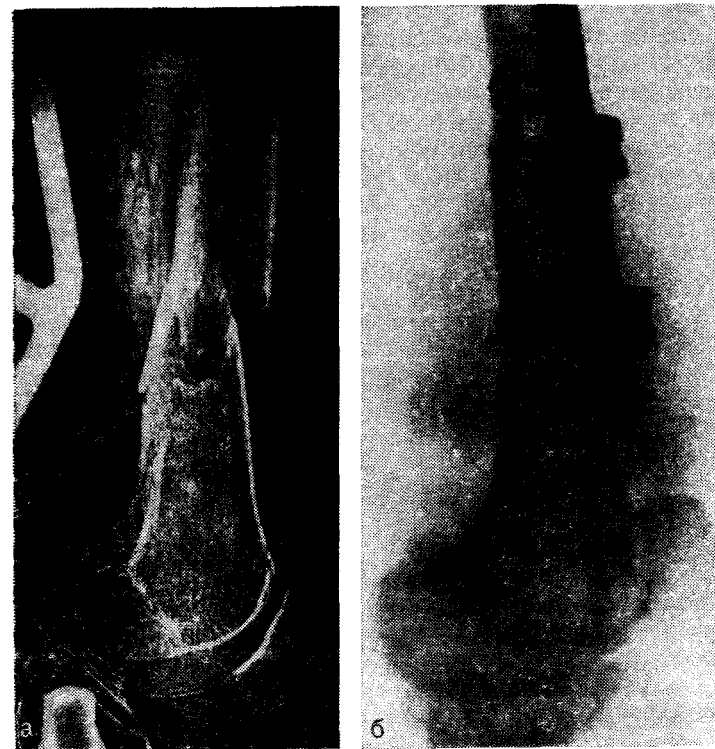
Перелом бедренной кости со смещением отломков. а -- электрорентгенограмма до операции; б -- положение отломков бедра после остеосинтеза лапчатой пластинкой.
